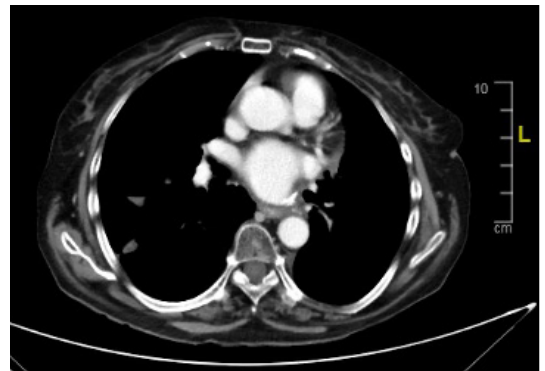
TAC de evaluación tras el inicio de una cuarta línea de tratamiento con gefitinib por la presencia de la mutación de resistencia C797S, que muestra respuesta pulmonar bilateral.
